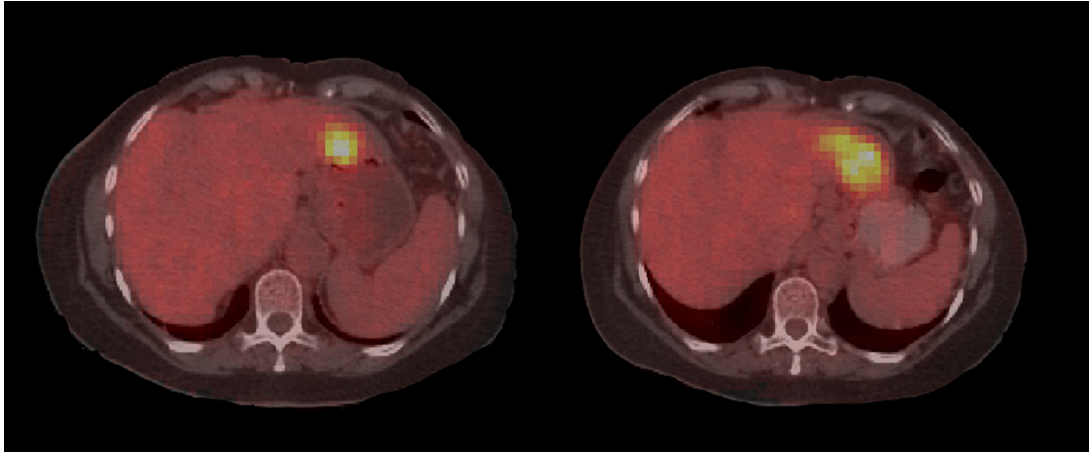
Fusión de imágenes FDG-PET/CT de un corte de la región abdominal de una paciente con lesión hepática. Las imágenes corresponden a la adquisición realizada en FUESMEN previa y posterior al tratamiento.
